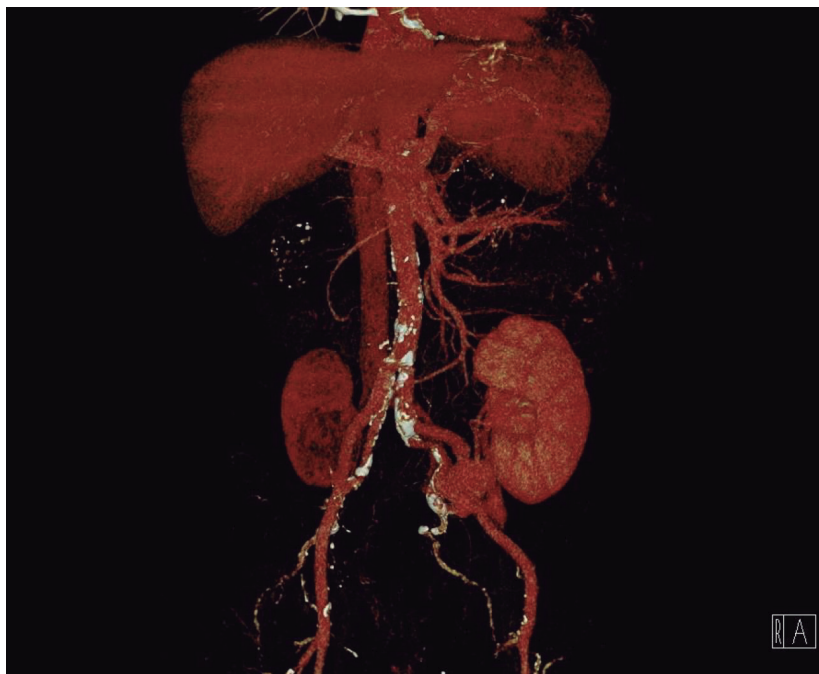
Angio-TC tras trasplante renal en fosa iliaca izquierda de tamaño y grosor conservados, que pone de manifiesto aneurisma en arteria iliaca externa izquierda a 4 cm de su origen y con longitud y diámetro máximo de 4 × 4,1 cm. Este aneurisma incluye la anastomosis de la arteria del injerto con la iliaca externa con morfología polilobulada e irregular, compatible con aneurisma micótico o aneurisma infeccioso.
